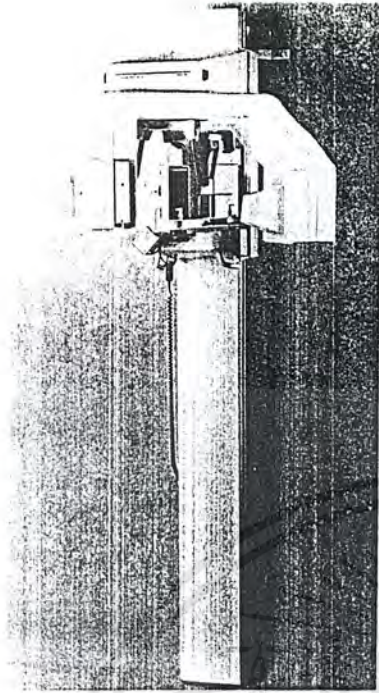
Panoramic X-ray unit.
